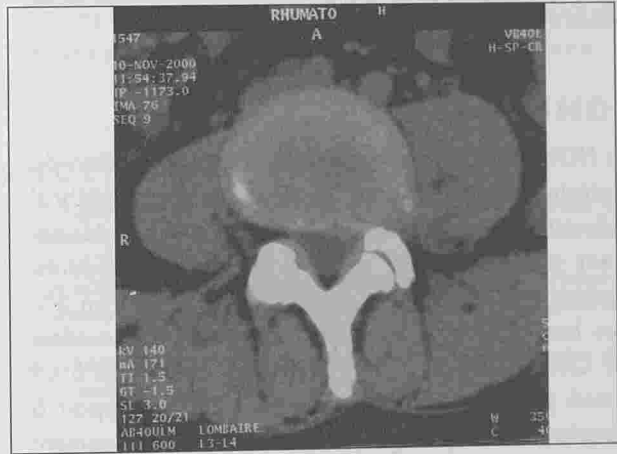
Coupe TDM passant par le disque L4-L5. Formation forminale latérale gauche avec une extension extra foraminale étendue dans l'épaisseur du muscle psoas faisant évoquer une tumeur nerveuse.
